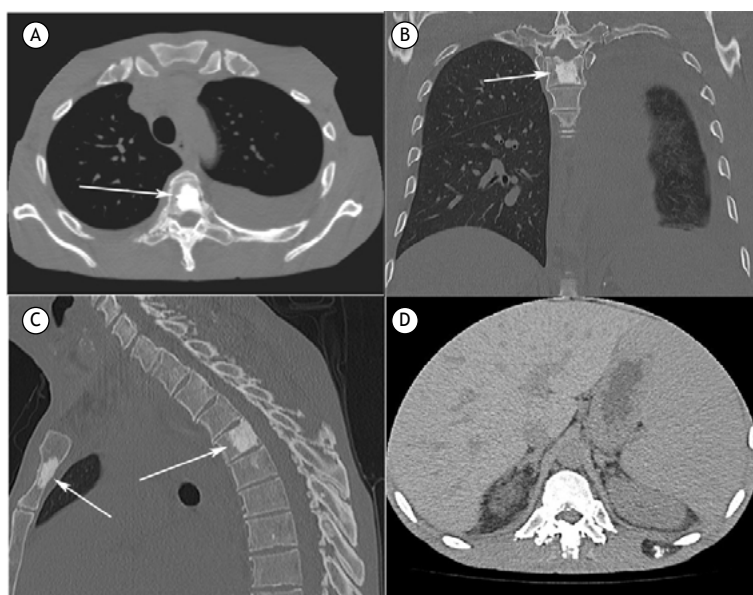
Tomografia computadorizada realizada na configuração de janela de mediastino e reconstrução axial (A), coronal (B) e sagital (C) evidenciando derrame pleural à esquerda. Observe também a presença de múltiplas lesões escleróticas nos corpos vertebrais e esterno (setas). (D) Visão axial do abdome superior demonstrando hepatoesplenomegalia.
